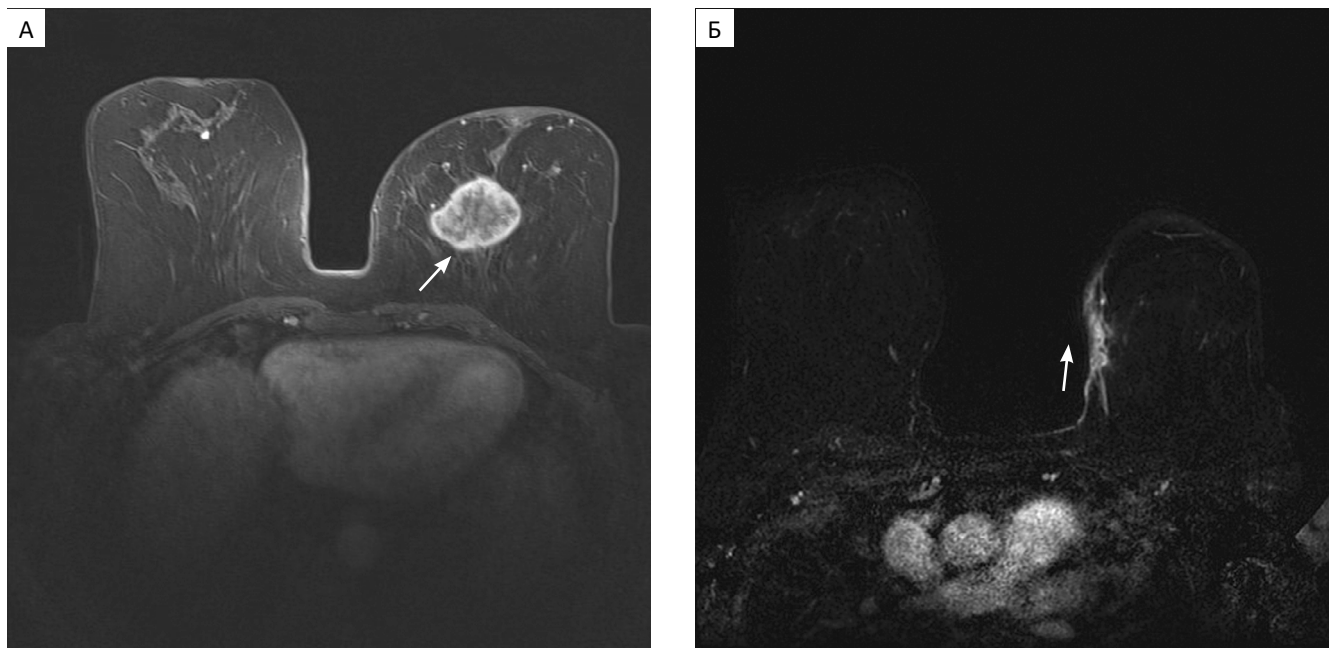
Результаты собственных МРТ-исследований при карциноме молочной железы, аксиальная проекция, последовательности с динамическим контрастированием, субтракция: А — пациентка К. 1966 г.р., стрелкой указано образование, которое соответствует инвазивной очаговой карциноме левой молочной железы; Б — пациентка К. 1960 г.р., стрелкой указана диффузная инвазивная карцинома левой молочной железы с инвазией кожи
